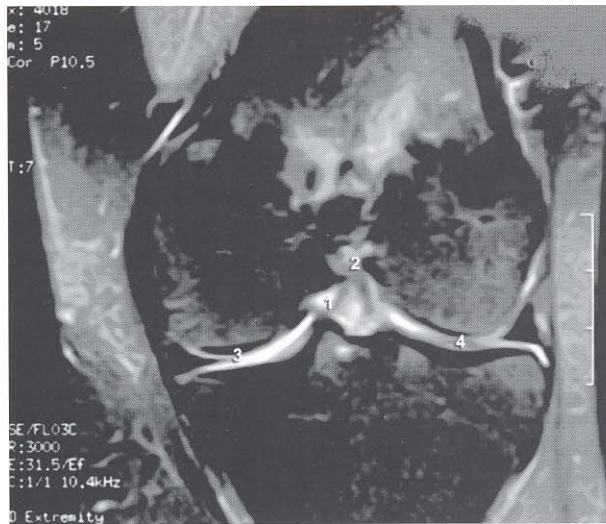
RMN. Corte coronal(análisis de imagen): 1-Ligamento cruzado anterior. 2-Ligamento cruzado posterior. 3-Menisco interno. 4 Menisco externo.
